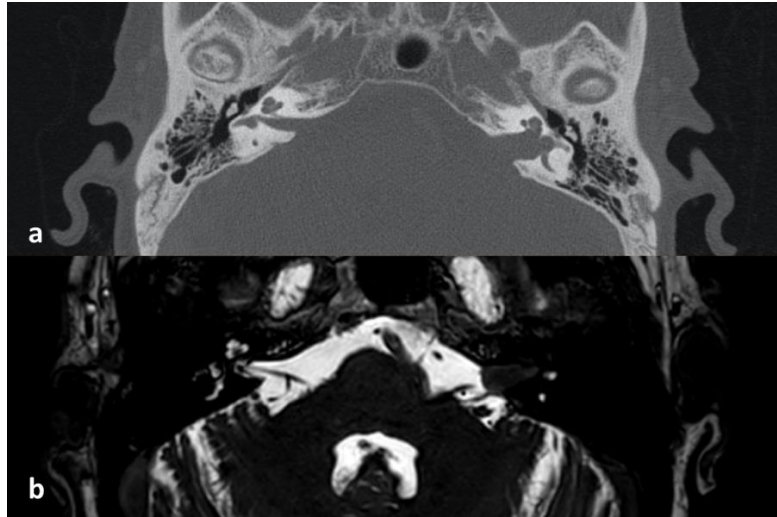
(a) Temporal BT aksiyel kesit, sol *os temporale*' de MAI atrezisi. (b) Temporal MR aksiyel kesit, T2 sekans MAI atrezisi.
